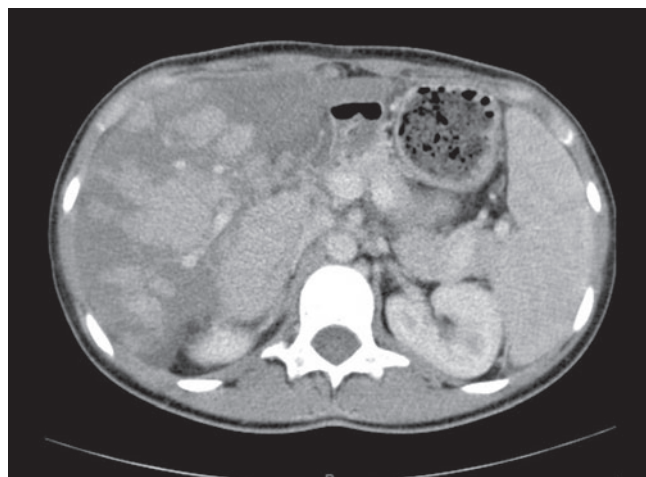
МСКТ брюшной полости (портальная фаза) до трансплантации
